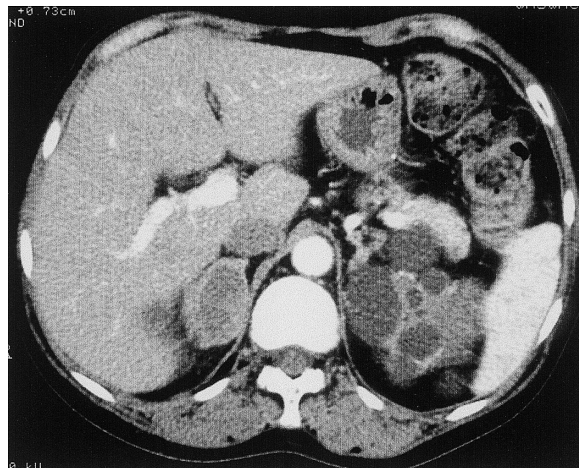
Abdominal computed tomography showing right adrenal mass measuring 4 cm, and heterogeneously enhancement effects were observed at the margin and in a portion of the internal area.
